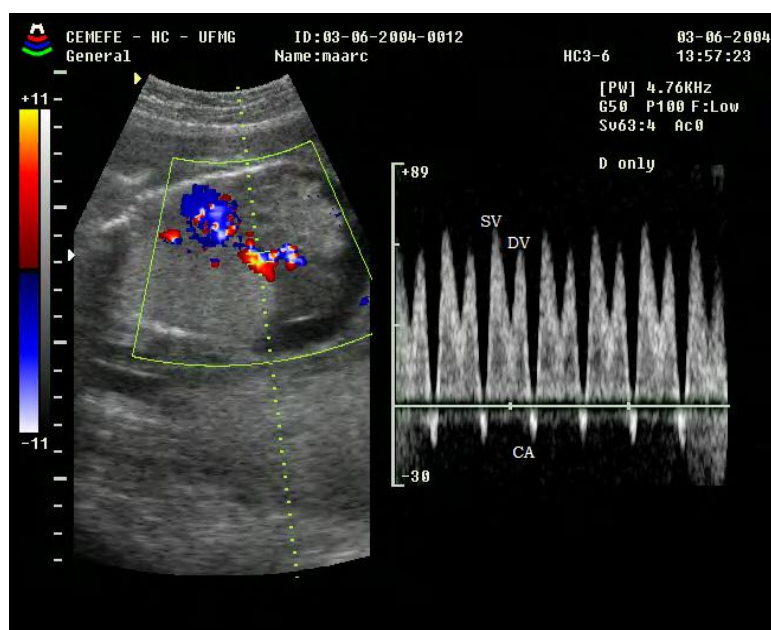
Traçado dopplerfluxométrico anormal do ducto venoso
